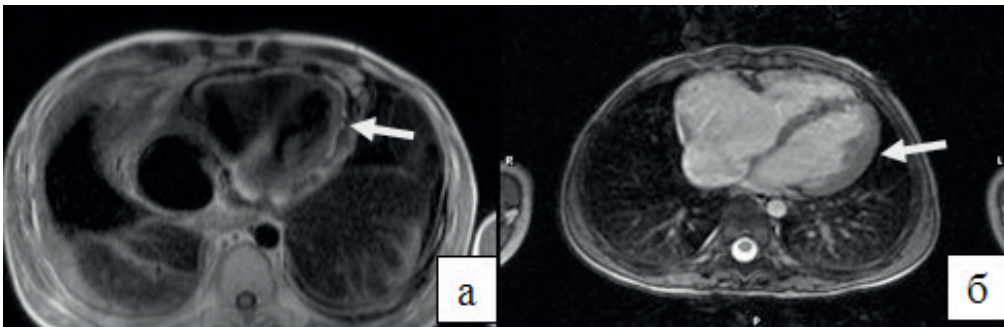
МРТ серця в аксіальній площині: констриктивний перикардит, T1SE зображення, що показує нерівномірно потовщений перикард (а, стрілка); рестриктивна кардіоміопатія, T2FI послідовність, що демонструє незмінений перикард (б, стрілка).
